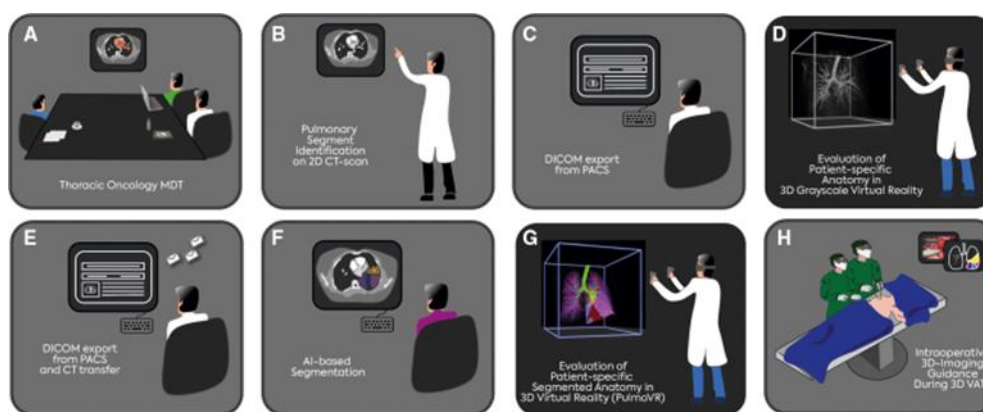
Representação esquemática dos passos envolvidos na obtenção de reconstruções anatômicas 3D, através de tomografias computadorizadas (TC), para visualização em realidade virtual (VR), durante o planejamento pré-operatório. (9)
